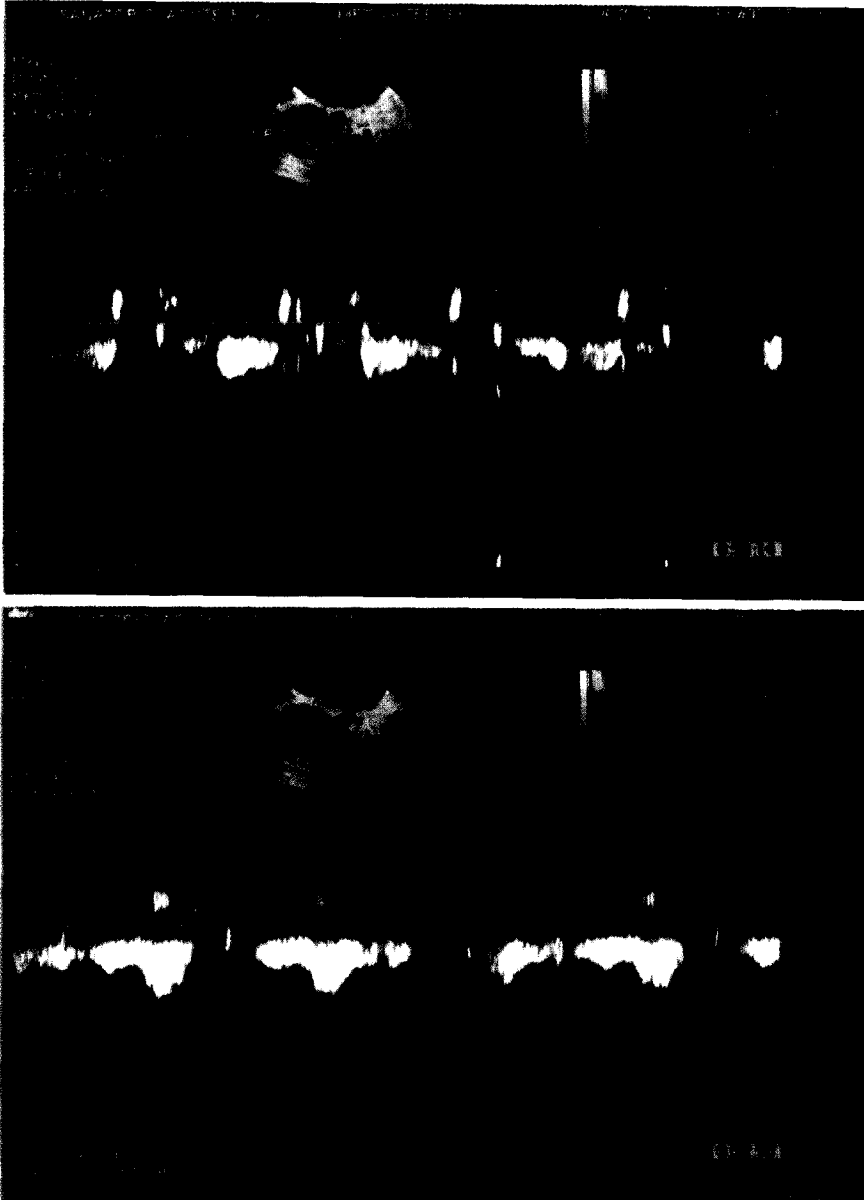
Doppler espectral en paciente con estenosis significativa que presenta un aumento de velocidad de 1,2 veces con adenosina en el segmento proximal de la descendente anterior.
